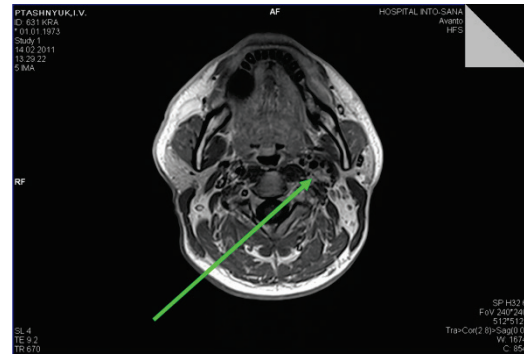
МРТ-органов шеи, коронарная проекция. Сосудистое образование в области бифуркации левой сонной артерии с четкими контурами однородно интенсивно накапливает контраст. В структуре опухоли определяется собственная сосудистая сеть. Внутренняя яремная вена расположена по передней поверхности сосудистого образования.
